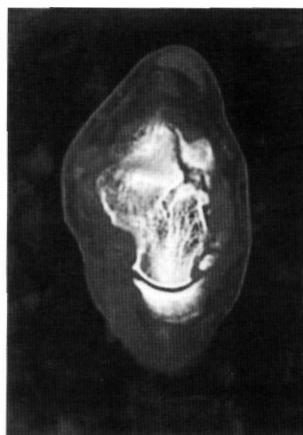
A los 2 años de evolución se observa en la imagen de TAC la pseudoartrosis del fragmento.
